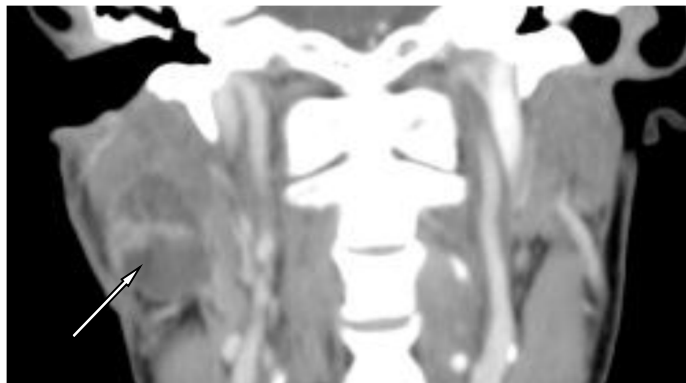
Image TDM en coupe coronale de la glande parotide droite
